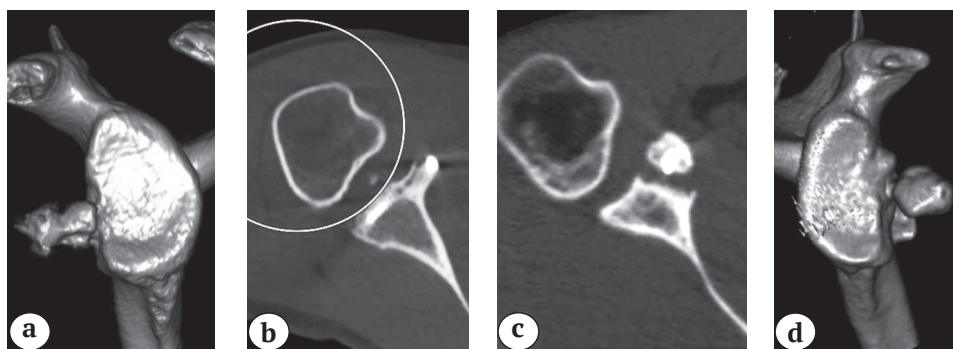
Результаты КТ через 6 мес. после операции:
